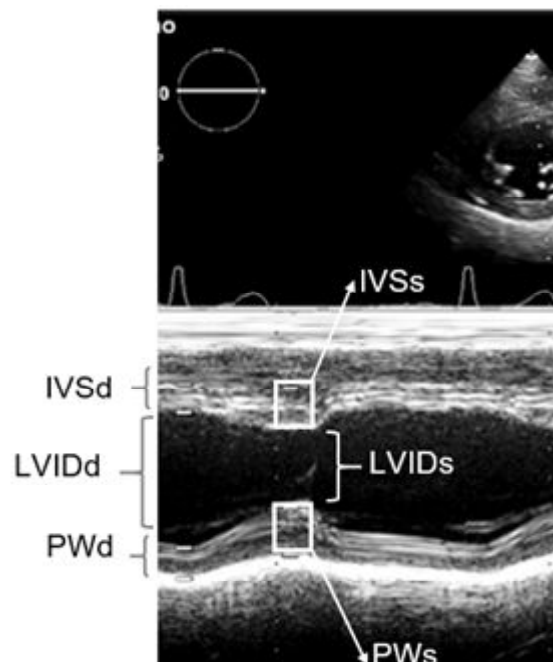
Echocardiogram shows measurements of the width of the left ventricle chambers, wall thickness and calculated as left ventricular mass Index. left ventricular Internal dimension in diastolic phase (LVIDd); Interventricular septal (IVS); Posterior wall (PW); Systolic phase (s).
